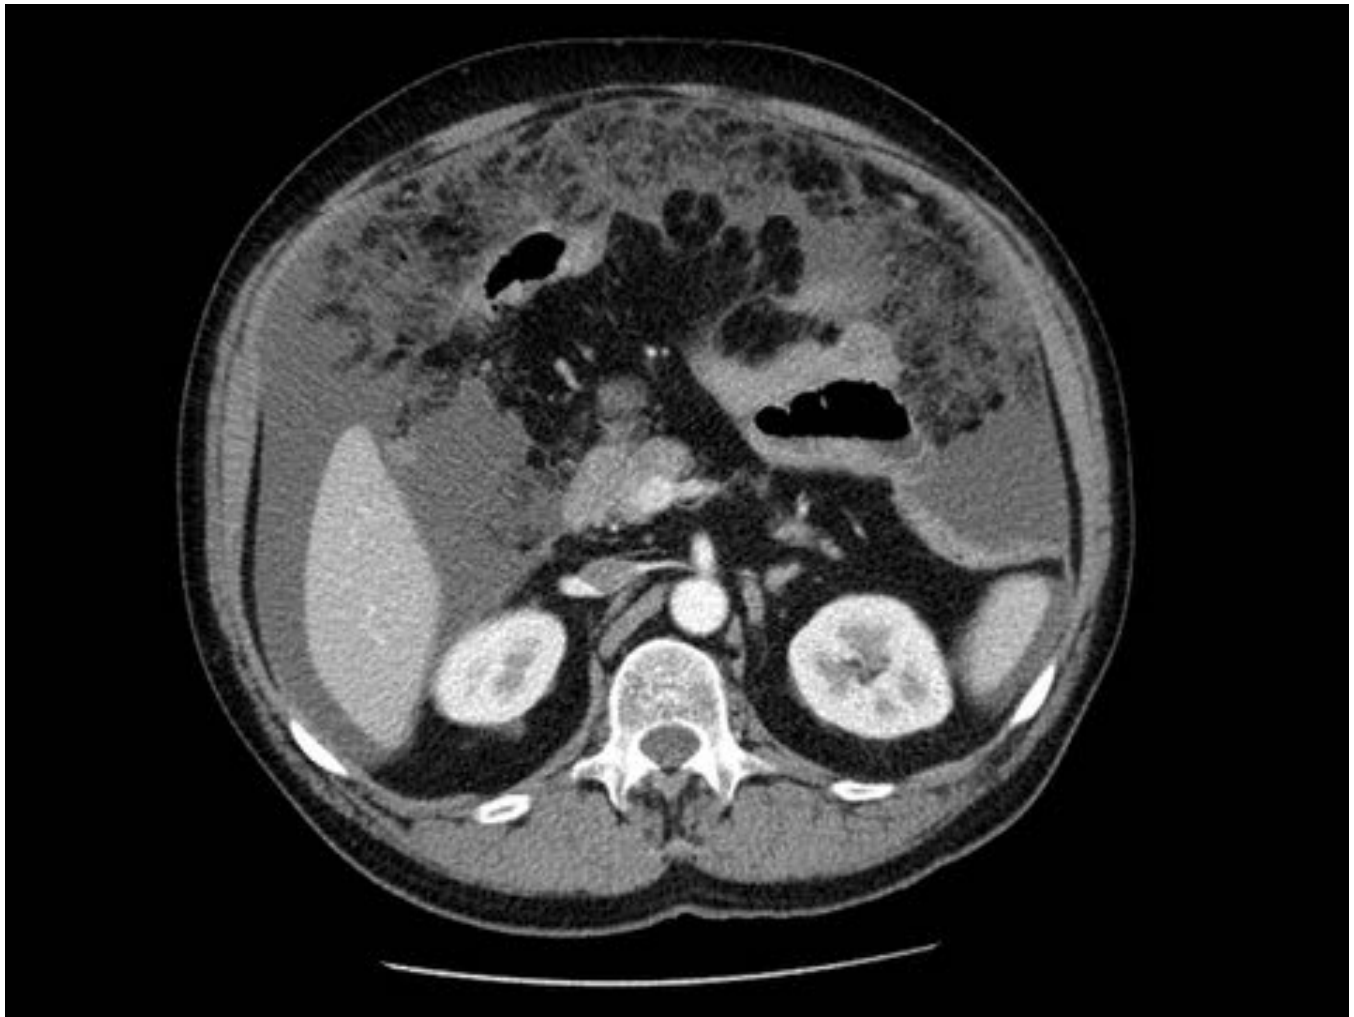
Ascitis y infiltración del epiplón mayor por Ca gástrico en varón de 55 años. Imagen TC axial con contraste iv.
